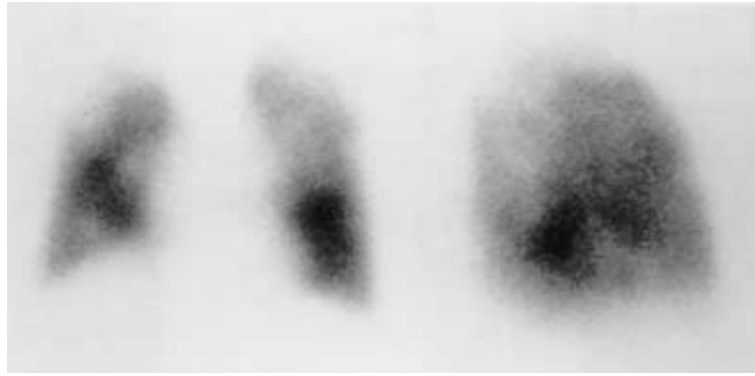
Pulmonary perfusion scintigram showing perfusion defects in the peripheral areas.
